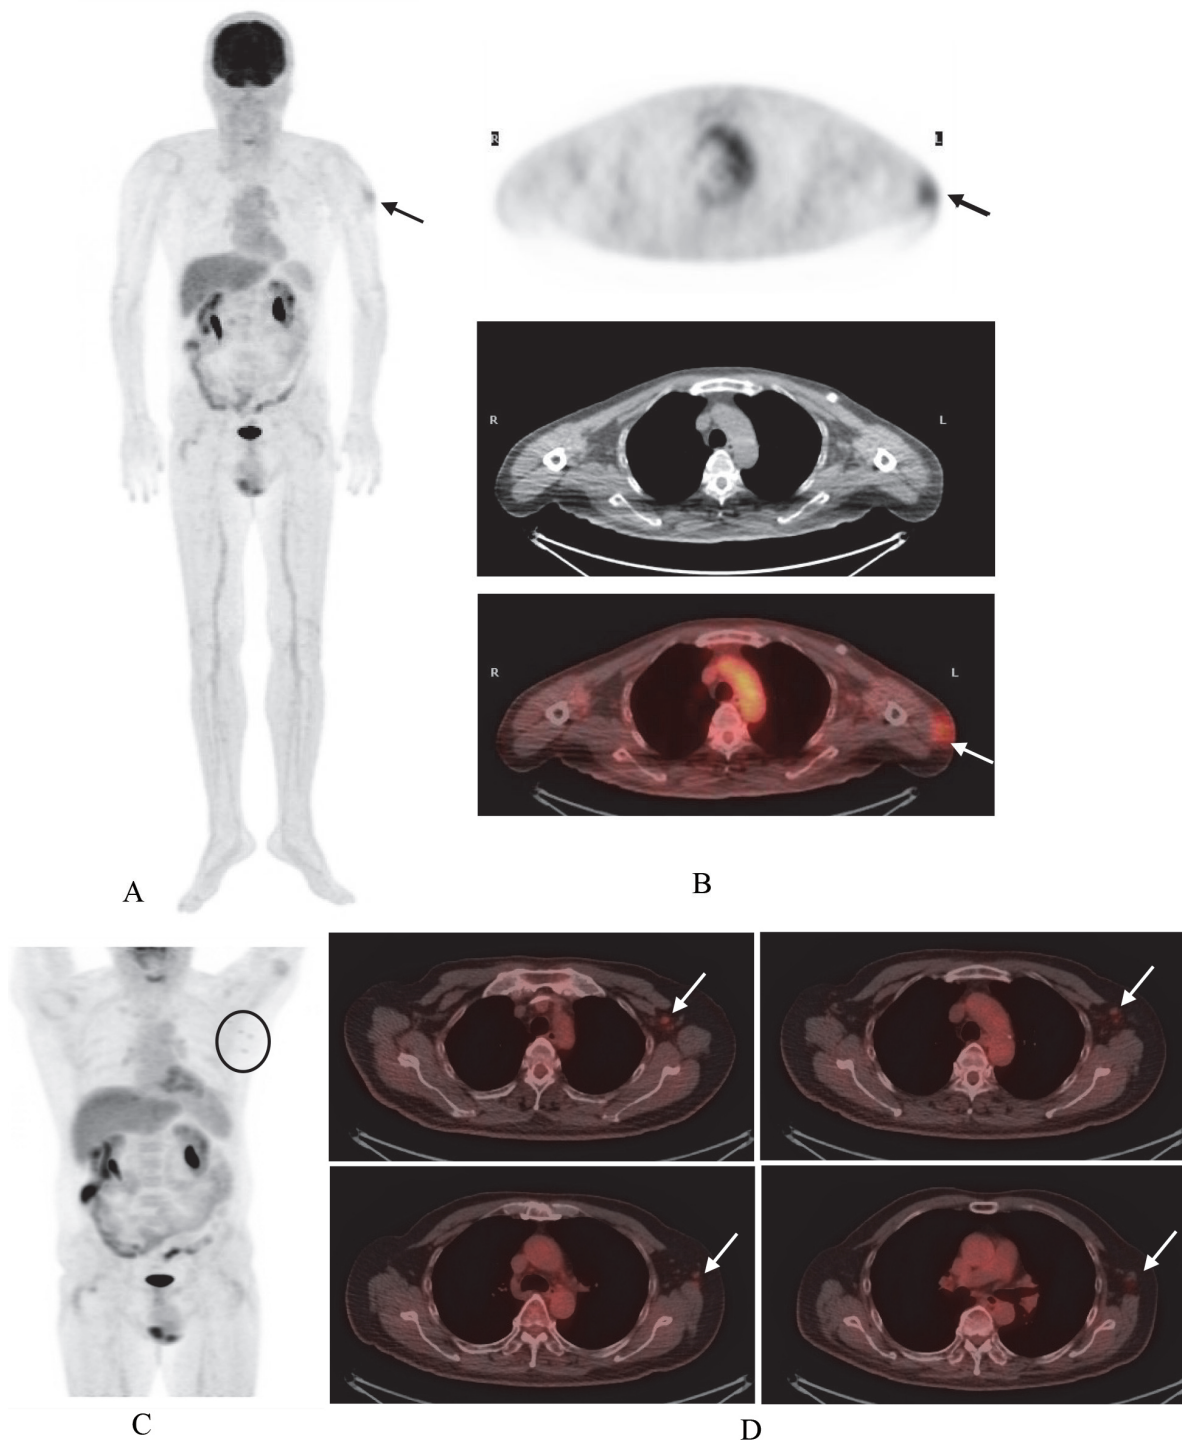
一位 58 歲男性鼻咽癌病人，經化療電療後，因懷疑復發執行 PET/CT。右手背靜脈注射 FDG。3 個月前在左上臂有接種新冠疫苗，初期像 PET 的 MIP(Maximum intensity projection)(A)，橫切面 PET、CT、Fused PET/CT (B，上至下)，其左上臂表面有 FDG 攝取 (箭頭)。延遲像 PET 的 MIP(C，圓圈)和橫切面 Fused PET/CT (D，箭頭)，其左腋下有多處小顆淋巴結 FDG 微弱攝取，FDG 無顯著增加，經追蹤一年，病人此部位沒有任何異狀，病情也沒有轉移到此部位，認為為施打新冠疫苗後的持續性發炎反應，判讀為偽陽性。
